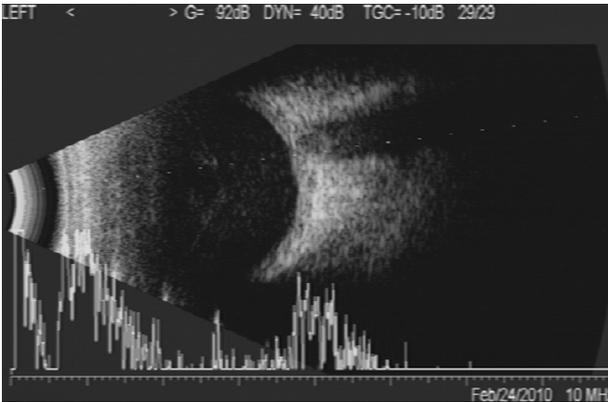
Representative image of B-scan ultrasonograph shows posterior vitreous opacification and multiple abnormal vitreous spikes (case 8).
